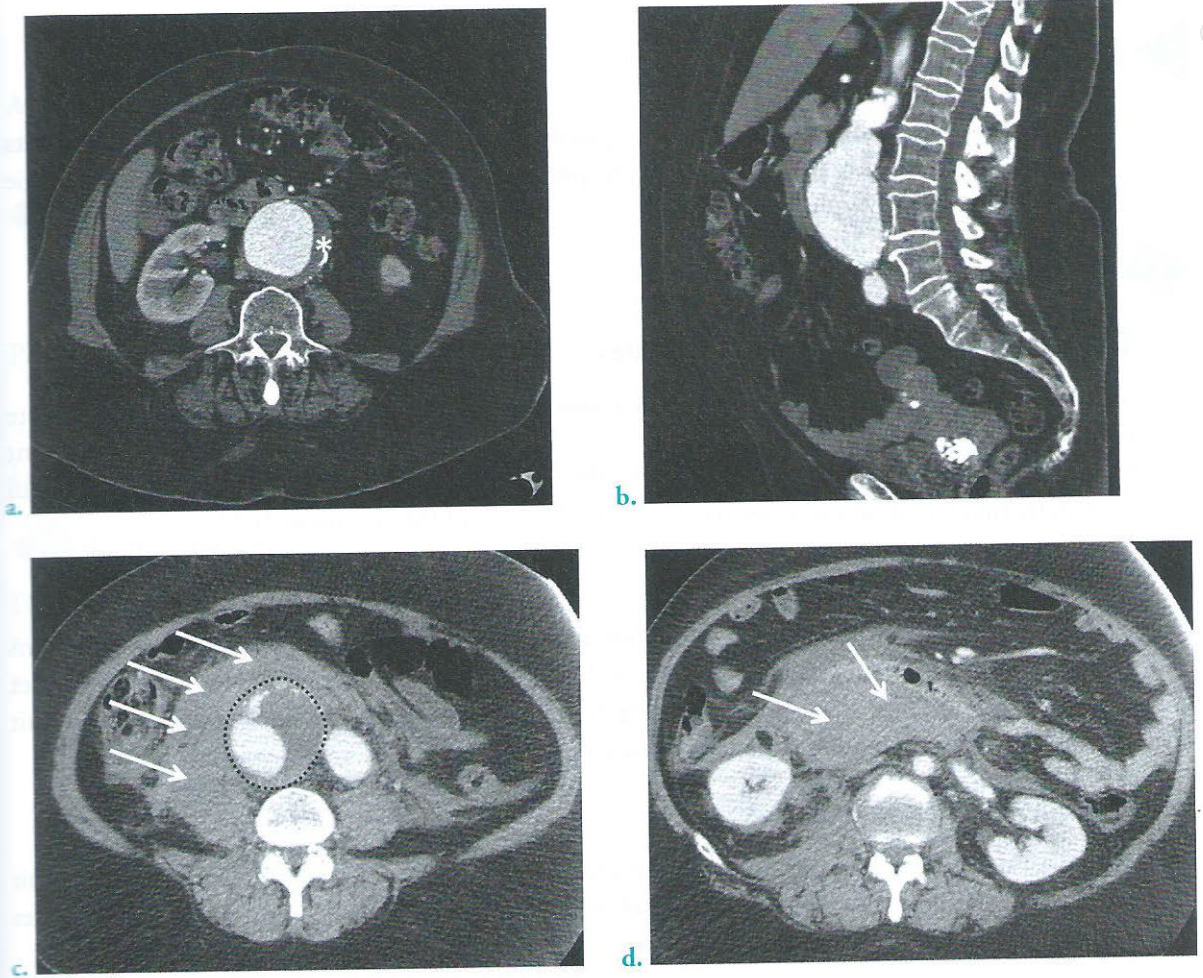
Anévrysmes de l'aorte et des artères iliaques sur des angio-TDM aortiques
